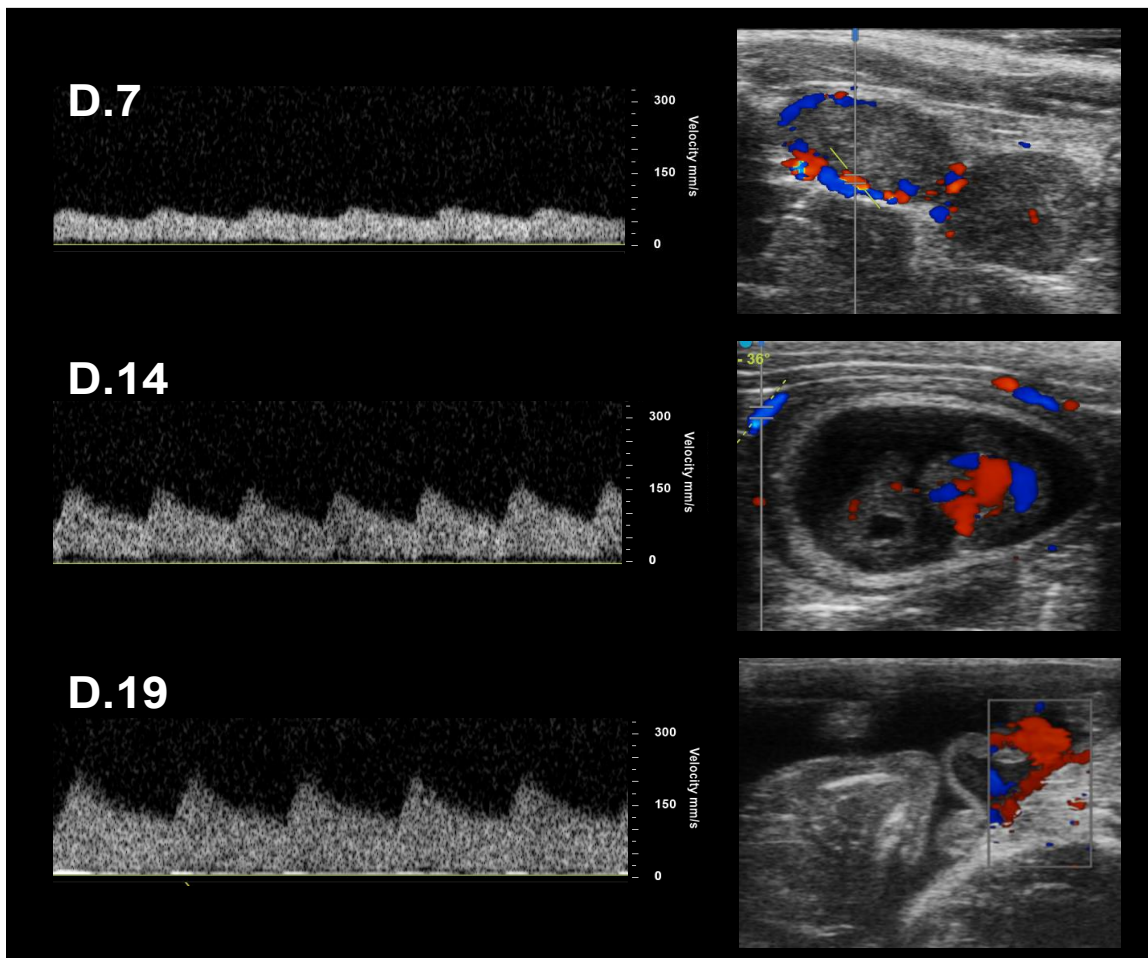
imagen Doppler de la arteria uterina y su espectro de velocidades de flujo.
